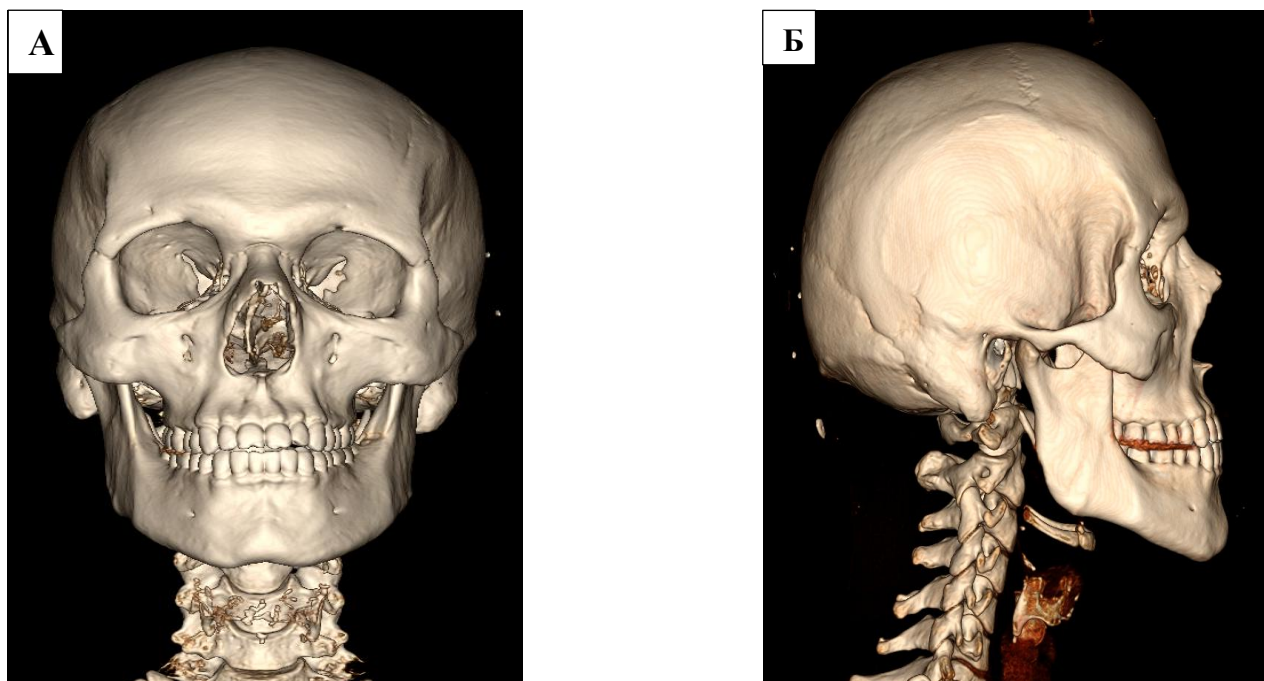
Мультиспиральная компьютерная томография головы и шеи до выполнения коррекции нижней челюсти и щитовидного хряща: вид спереди (А), вид сбоку (Б)
